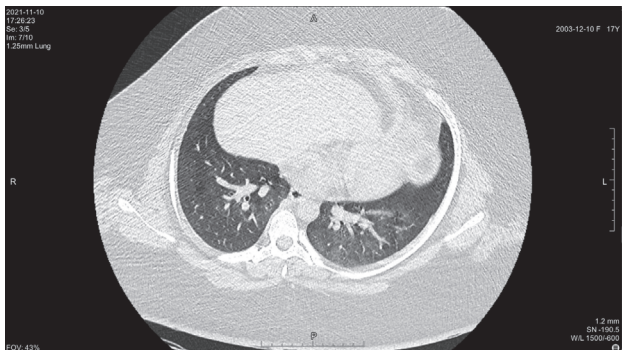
Томограмма легких на уровне ThIV
